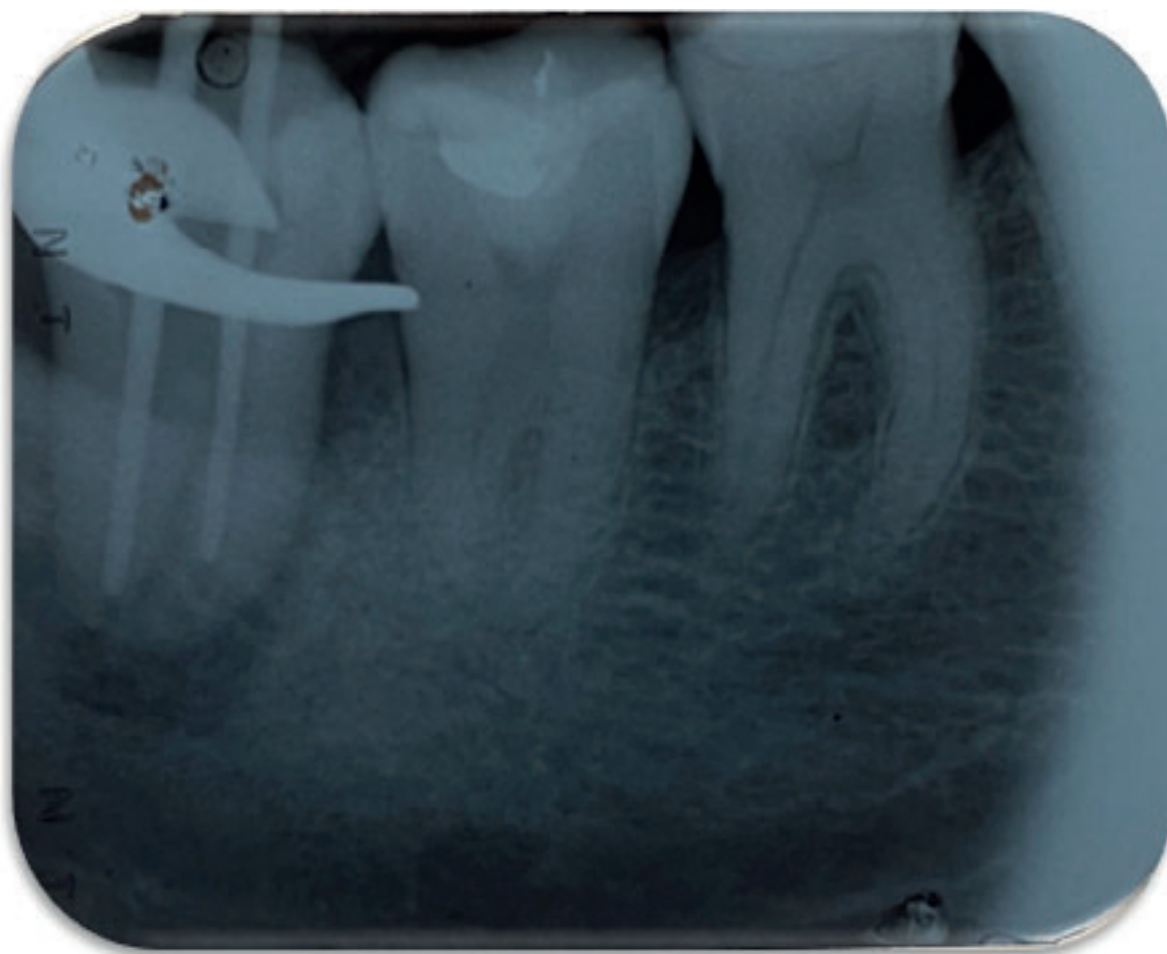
Radiografia para verificação da adaptação do cone principal.
